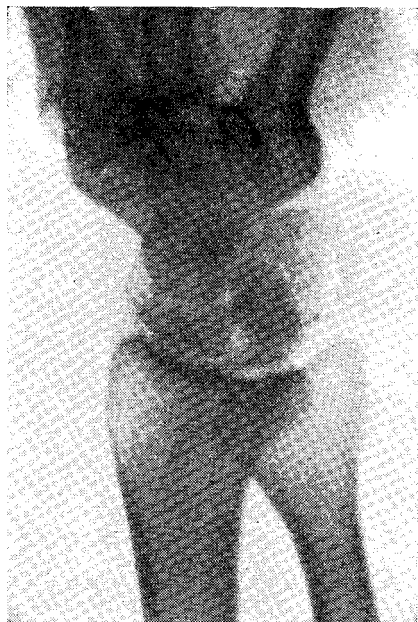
Краевая резорбция и смазанность контуров шиловидного отростка локтевой кости при стенозе VI канала (рентгенограмма).
